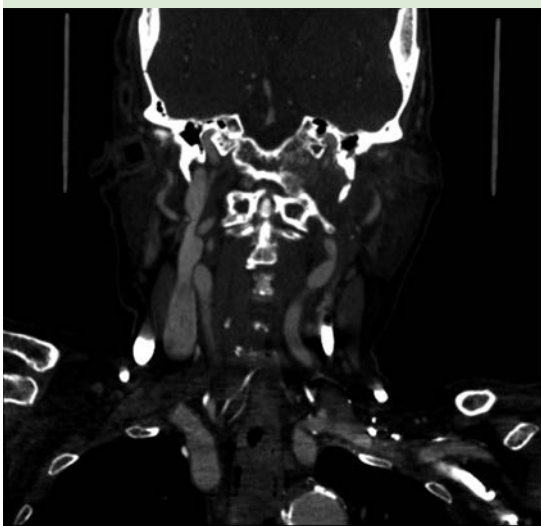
Tomografía computada coronal con contraste endovenoso y ventana para hueso, con erosión del ápex petroso izquierdo y clivus, así como aumento de la densidad y volumen de los tejidos blandos adyacentes.
